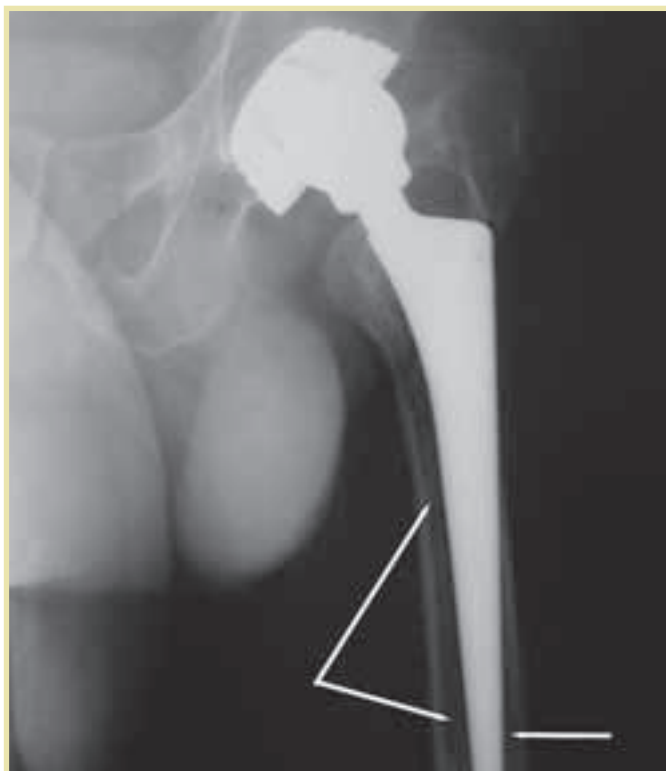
Рентгенограмма нестабильного бесцементного бедренного компонента; стрелками показана зона резорбции между ножкой протеза и костью; в этой зоне происходит движение ножки
